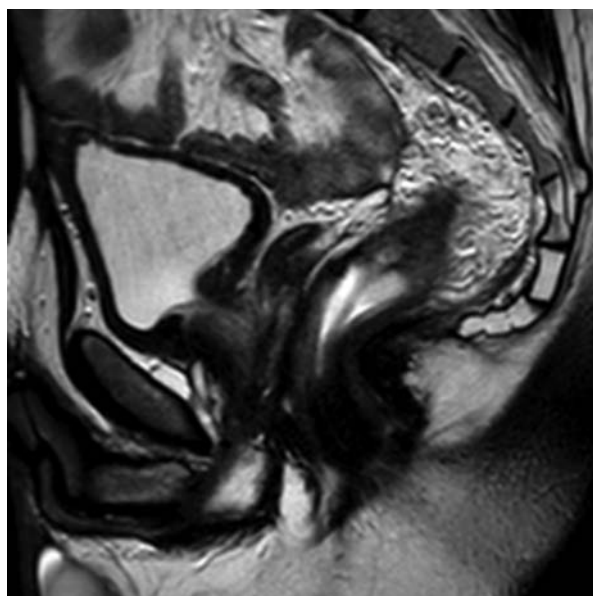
МРТ органов малого таза. Культи прямой кишки. Воспаление в прилегающих тканях. Фиксация петель толстой кишки в малом тазу
